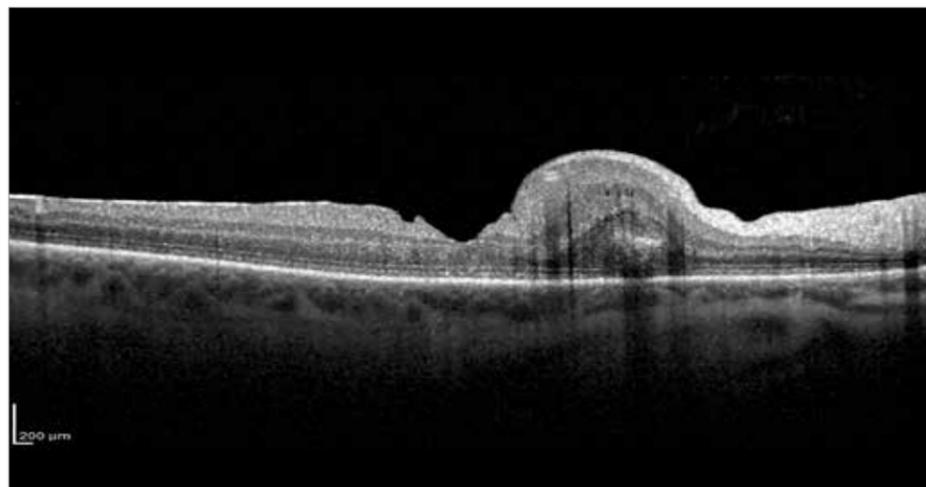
Оптическая когерентная томография сетчатки правого глаза до лечения
